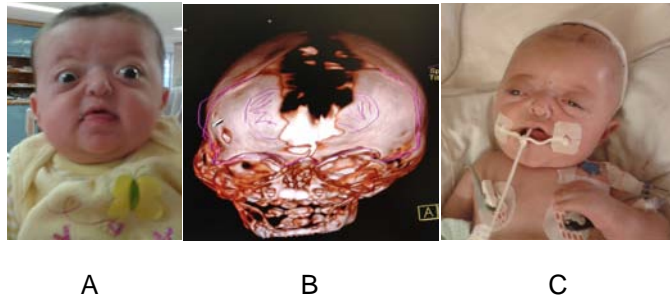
Síndrome de Apert en masculino de 3 meses de edad. A) Fotografía de frente, destaca el exorbitismo bilateral, B) TC 3D coronal, observe la planeación quirúrgica, los elementos rayados en su interior son los únicos que quedarán en el paciente, C) Fotografía del post-operatorio inmediato, se nota la involución el exorbitismo.
